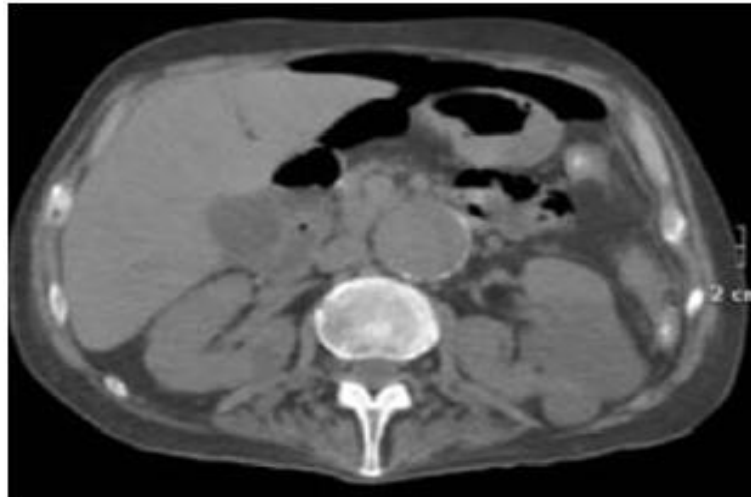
Coupe axiale d'une TDM abdominale objectivant un pneumopéritoine de grande abondance [41].
